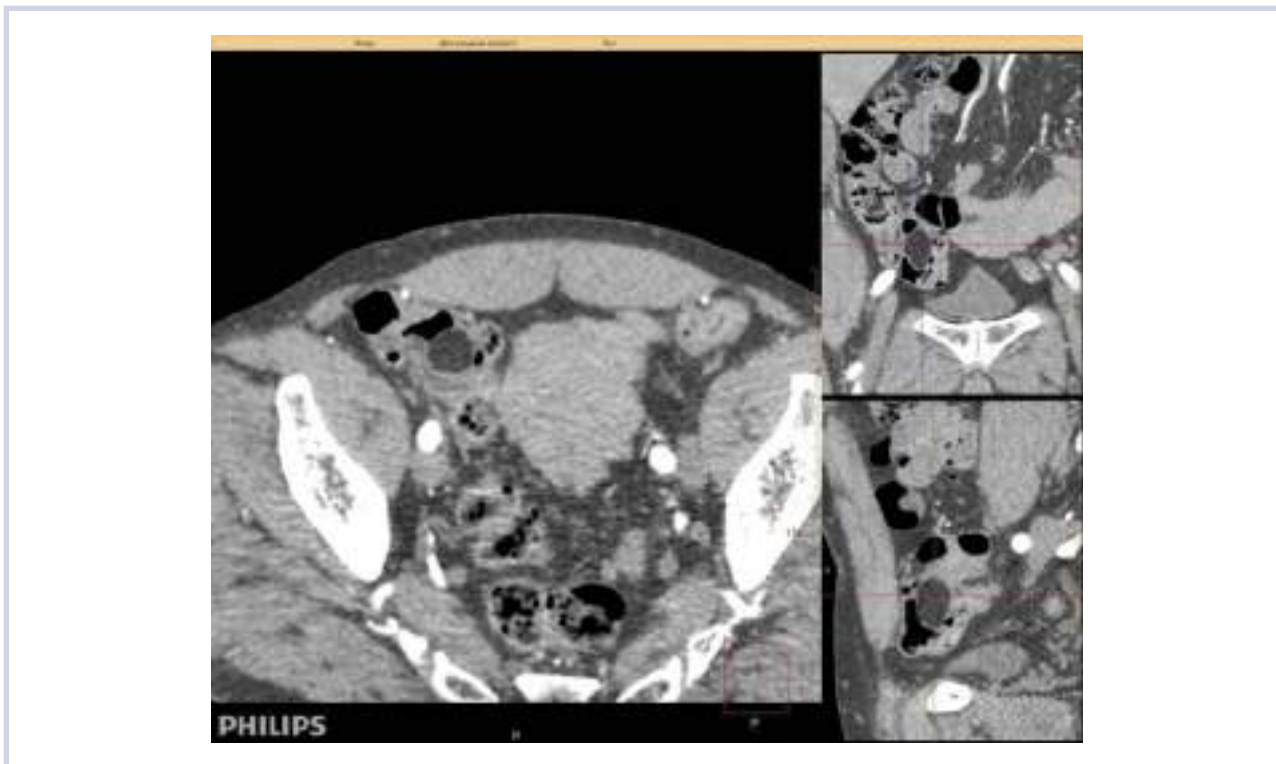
Контрастная МСКТ органов брюшной полости.
